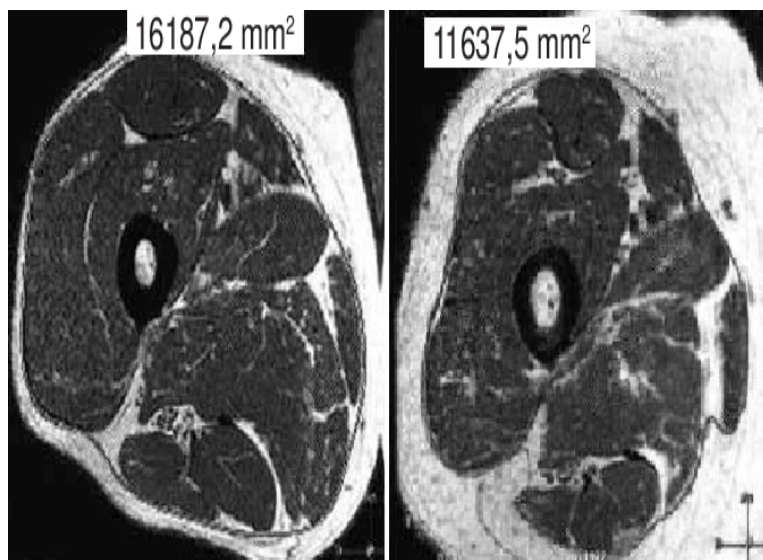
Masa muscular del músculo cuádriceps femoral vista por RM.
